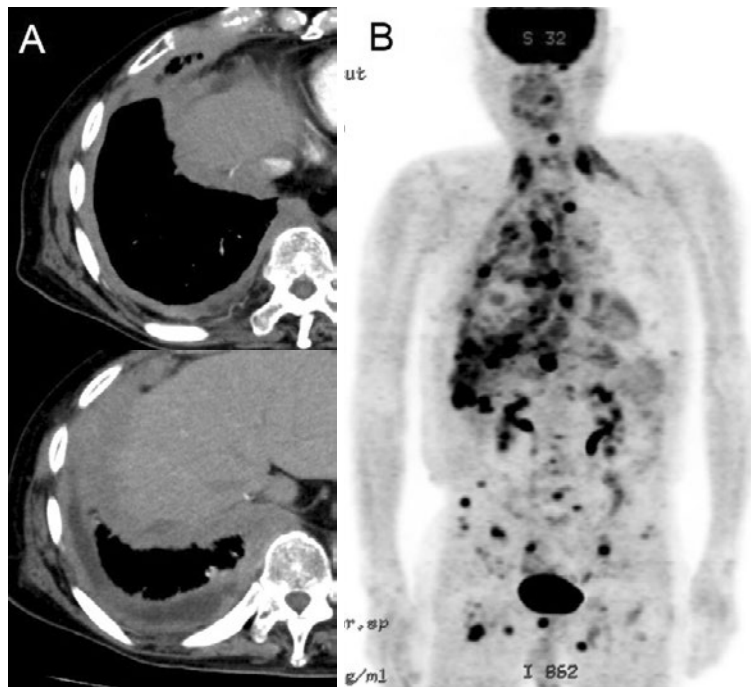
(A) 初診から3ヶ月経過後の胸部単純CT所見. 右胸膜肥厚の悪化を認めた. (B) FDG-PET所見. 肥厚した右壁側胸膜に沿ってまだらなFDG集積を認め, さらにリンパ節転移や多発骨転移も認めた.
